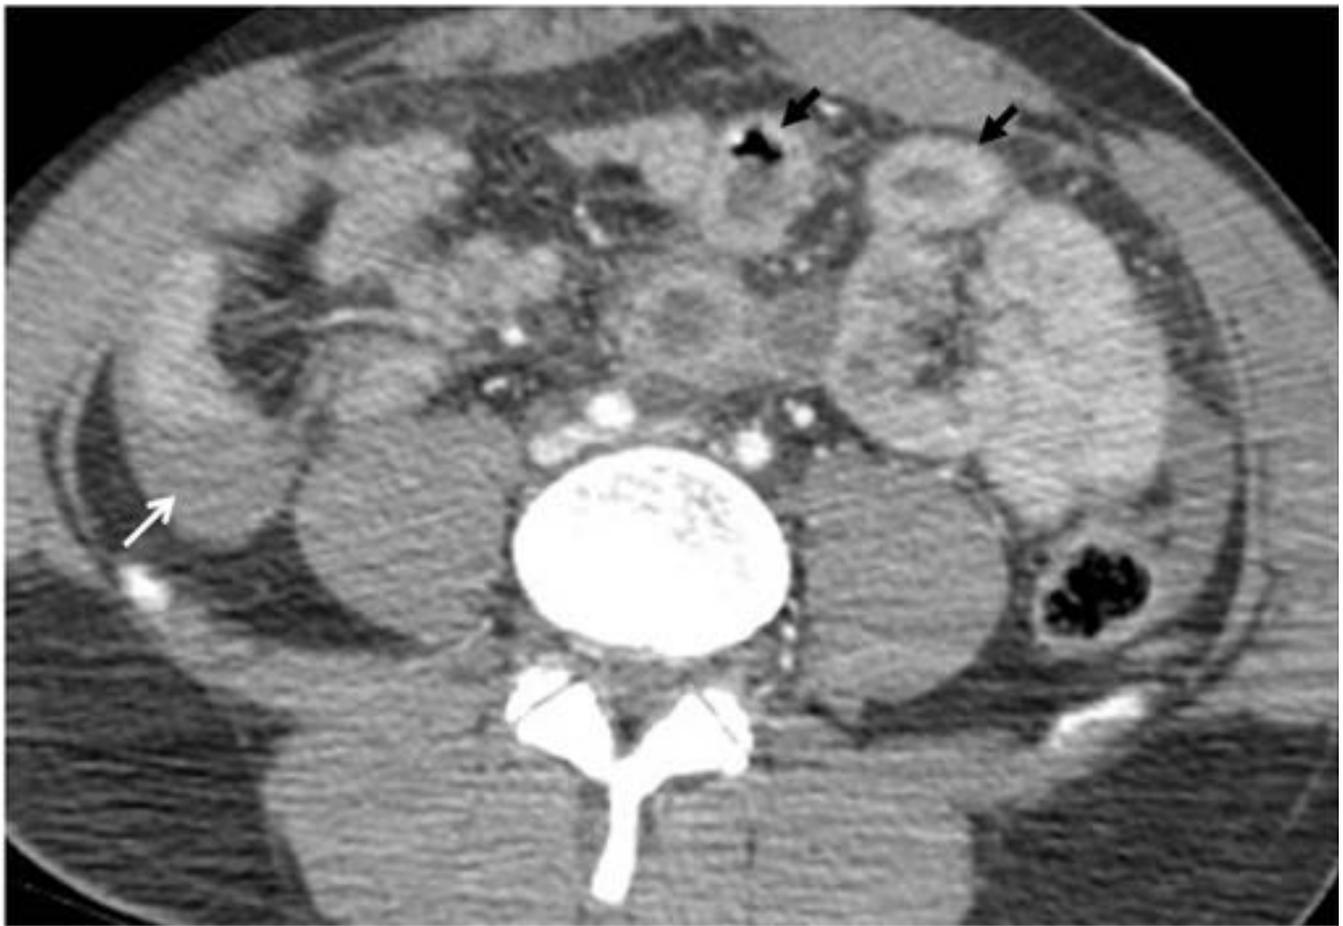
TC de abdomen y pelvis con contraste i.v. en fase portal en paciente con traumatismo abdominal cerrado y lesión intestinal donde se aprecia engrosamiento y ligera dilatación de asas de yeyuno (flechas negras), las cuales muestran realce contrastado homogéneo. Asocia líquido peritoneal (flecha blanca)
